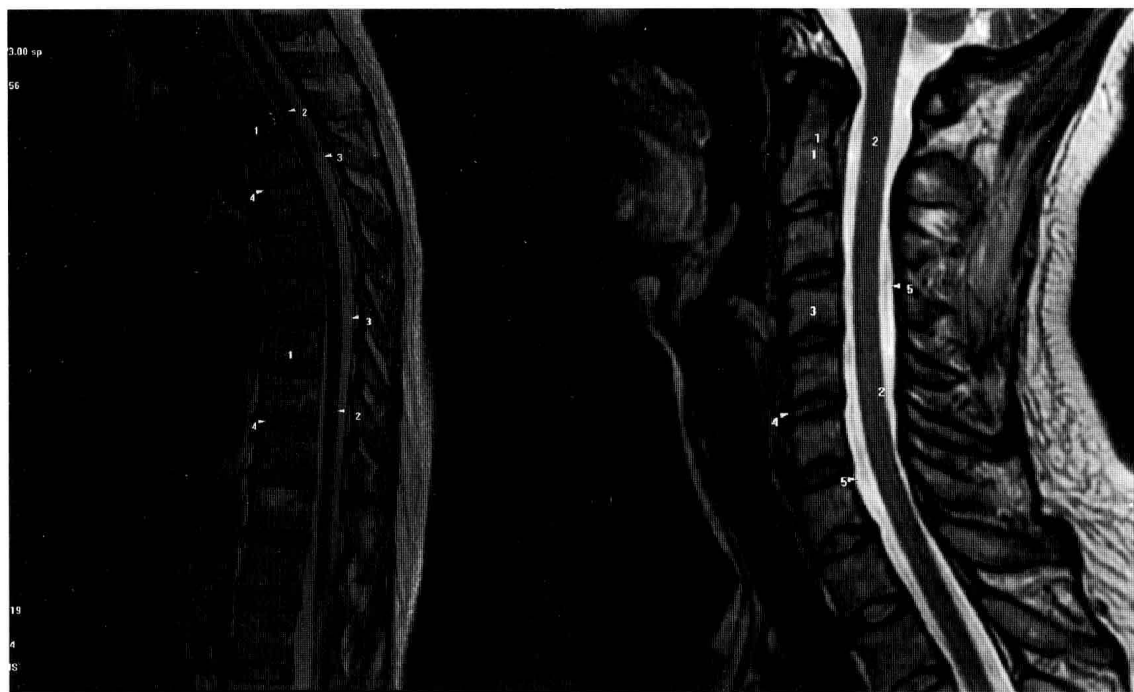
(1) 脊柱及脊髓 (MRI 扫描)
